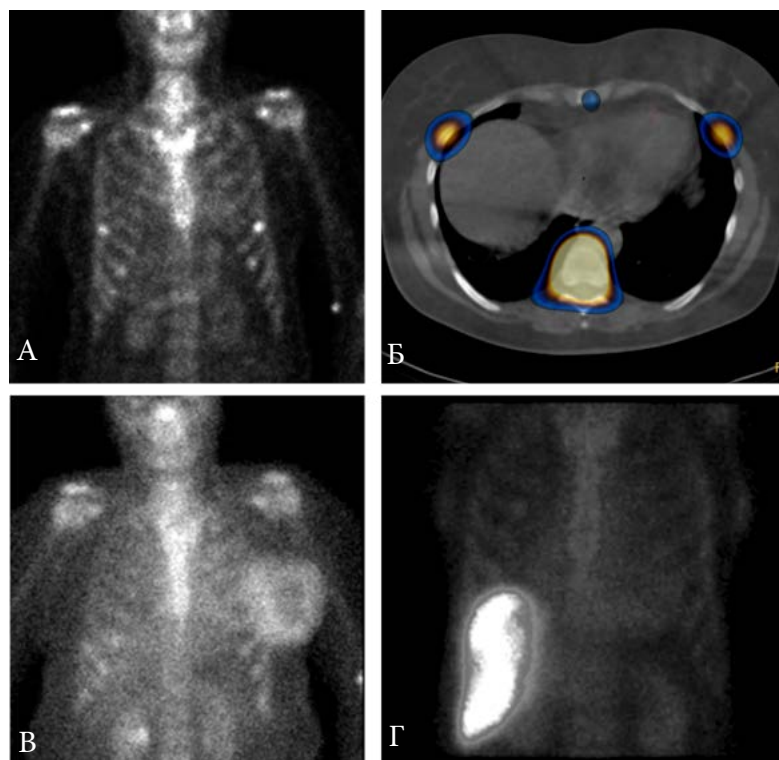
Некоторые скintiграфические находки при исследовании с  $^{99m}\text{Tc}$ -пирофосфатом. А. Метастатические поражения ребер, случайным образом имеющие редкий симметричный вид. Дифференциальная диагностика возможна только при помощи ОЭКТ/КТ (Б). В. Асимметричная диффузная гиперфиксация РФП при раке левой молочной железы Г. Накопление РУР в печени (цитолитический синдром) у пациента с подозрением на острое повреждение миокарда.
